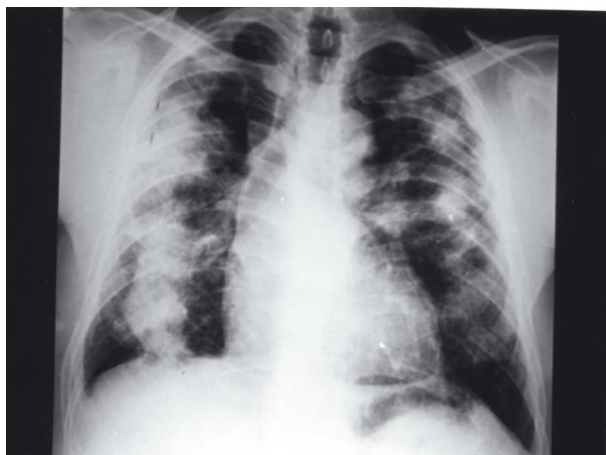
Radiografia de tórax em PA com presença de grandes opacidades bilaterais.
